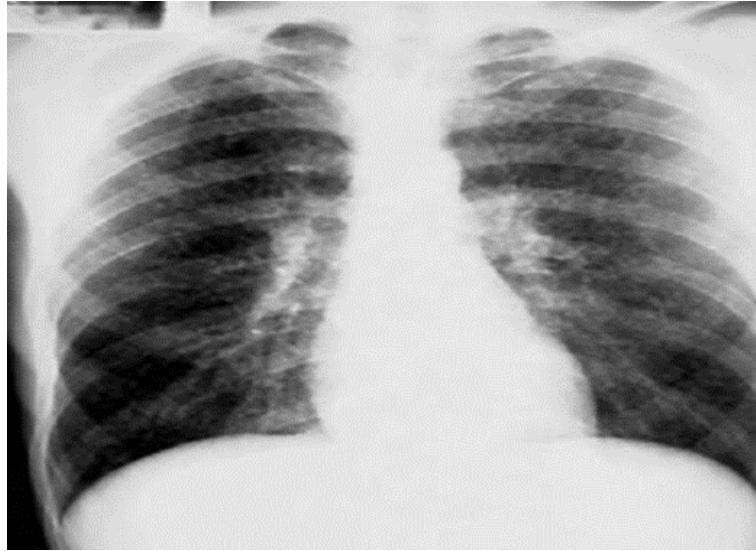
Tuberculose pulmonaire (TP) postprimaire. Radiographie du thorax : atteinte multiple, infiltrat dans le lobe supérieur droit et caverne dans la lingula (Ait-Khaled *et al.*, 2010)
